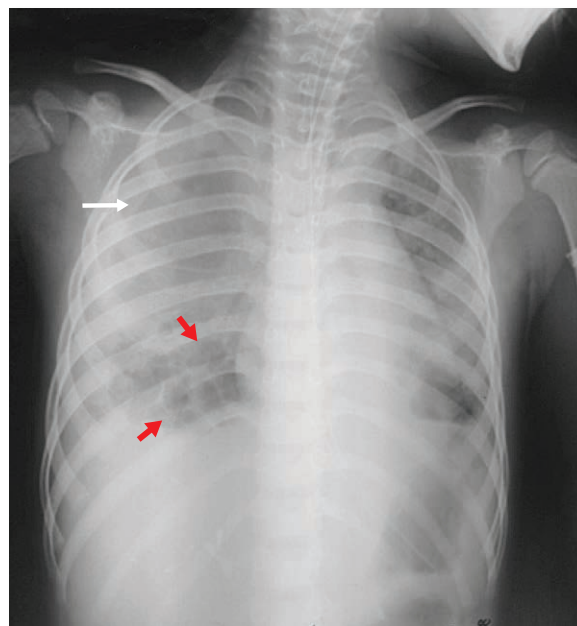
Рентгенография ОГК при поступлении в стационар на фоне развившегося правостороннего спонтанного пневмоторакса
